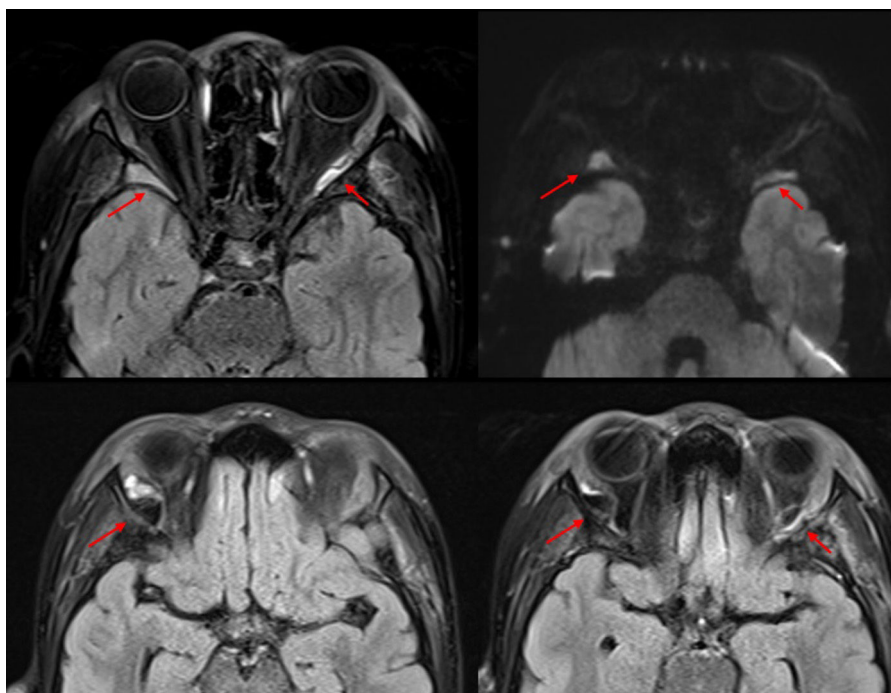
Múltiples cortes transversales de RMN cerebral con los hallazgos descritos indicados mediante flechas rojas.
